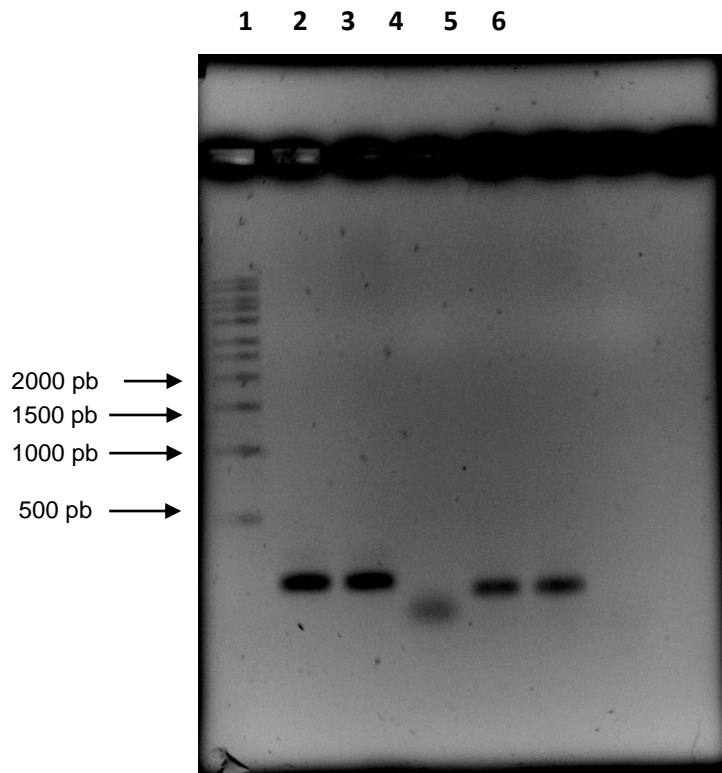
Electroforesis en gel de agarosa al 1.2%. Carril 1) Estándar de peso molecular; carriles 2 y 3) fragmento de 198 pb (C677T), amplificado con los primers sentido 5´- TGA AGG AGA AGG TGT CTG CGG GA- 3´ y antisentido 5´- AGG ACG GTG CGG TGA GAG TG- 3´; carriles 5 y 6) fragmento de 163 pb (A1298C), amplificado con los primers sentido 5´- CTT TGG GGA GCT GAA GGA CTA CTA C -3´ y antisentido 5´- CAC TTT GTG ACC ATT CCG GTT TG – 3´. Se utilizó ADN extraído de sangre.
